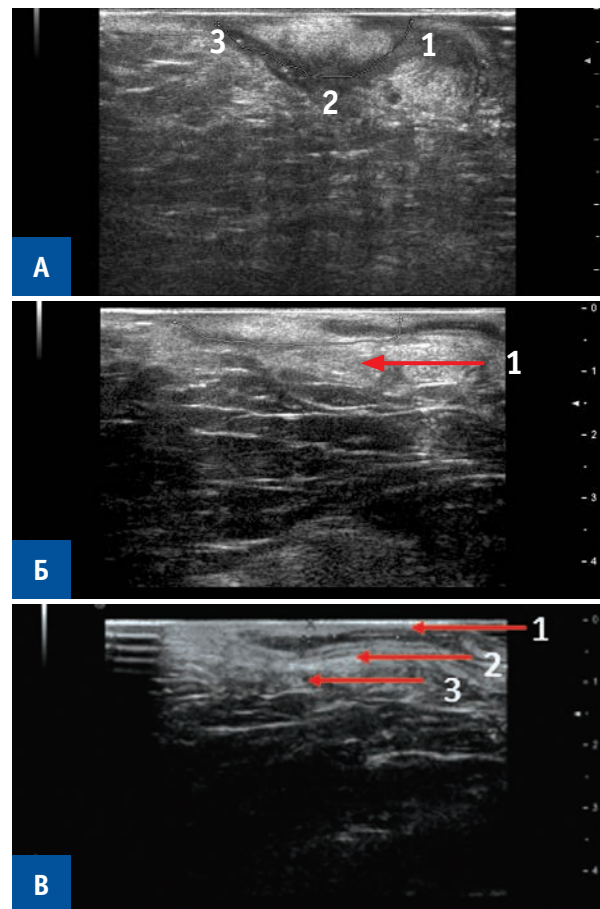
ЭРУЗИ — пациента после ликвидации свищевого хода методом ЛТ + ПСМП:
